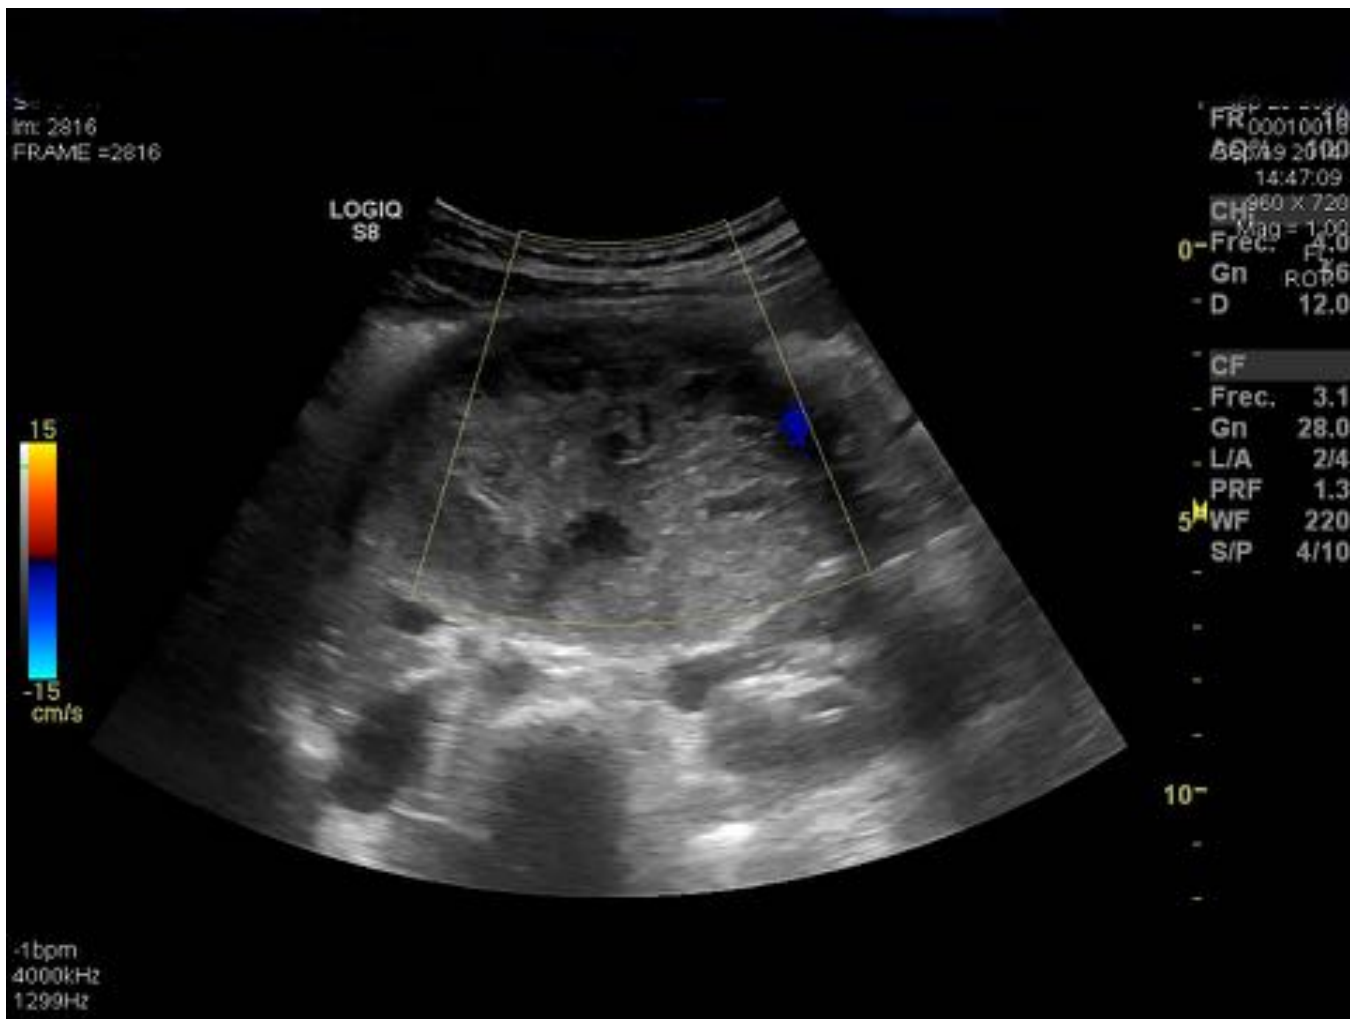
Tumoración heterogénea con áreas hipoeoicas mal definidas en relación a quistes sin observar septos y sin presentar señal doppler significativa.
